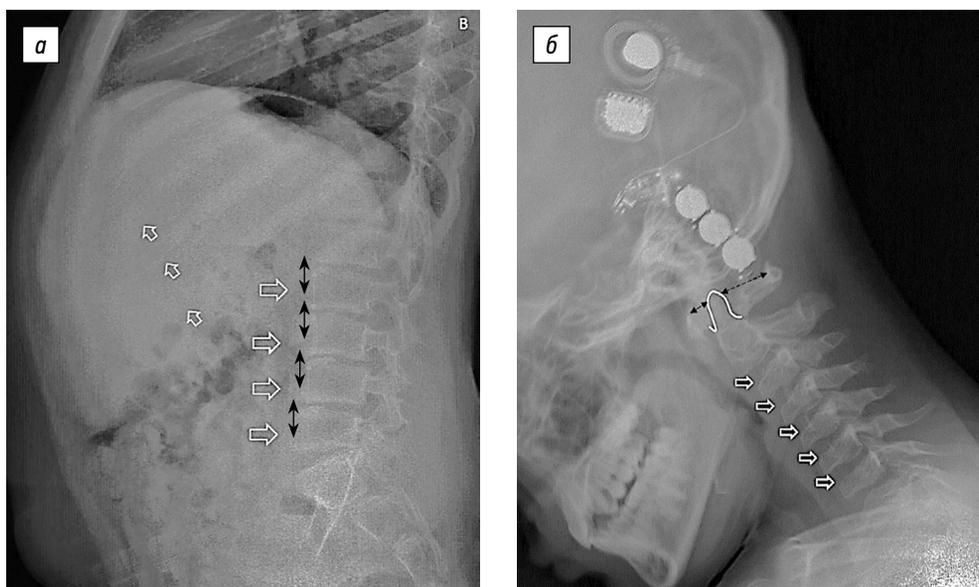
Рентгенограммы шейного и грудного отдела позвоночника: *а* — белые стрелки — расширение межреберных промежутков, «весловидная» деформация ребер, деформация ventральных отделов позвонков; голубая пунктирная линия — анизоспондилия — неравномерность высоты позвонков в краниокаудальном направлении; *б* — белая линия — гипоплазия зубовидного отростка II шейного позвонка, черные стрелки — признаки атланта-аксиальной нестабильности, белые стрелки — деформация ventральных отделов шейных позвонков
